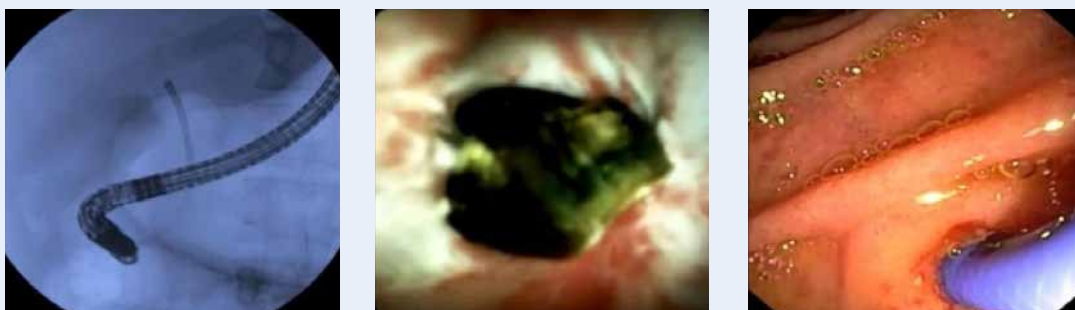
(скица а, б, в) ЭРХПГ. а) рентгенологическое изображение, б) холангиоскопия: визуализируется внутрипротоковый конкремент, в) эндоскопическая картина
